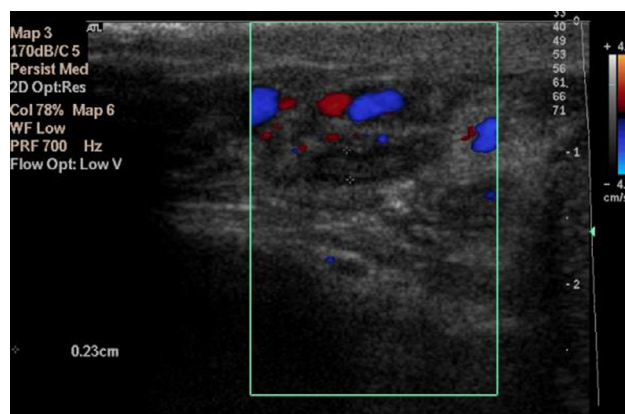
Ausencia de flujo con ecografía doppler-color.
